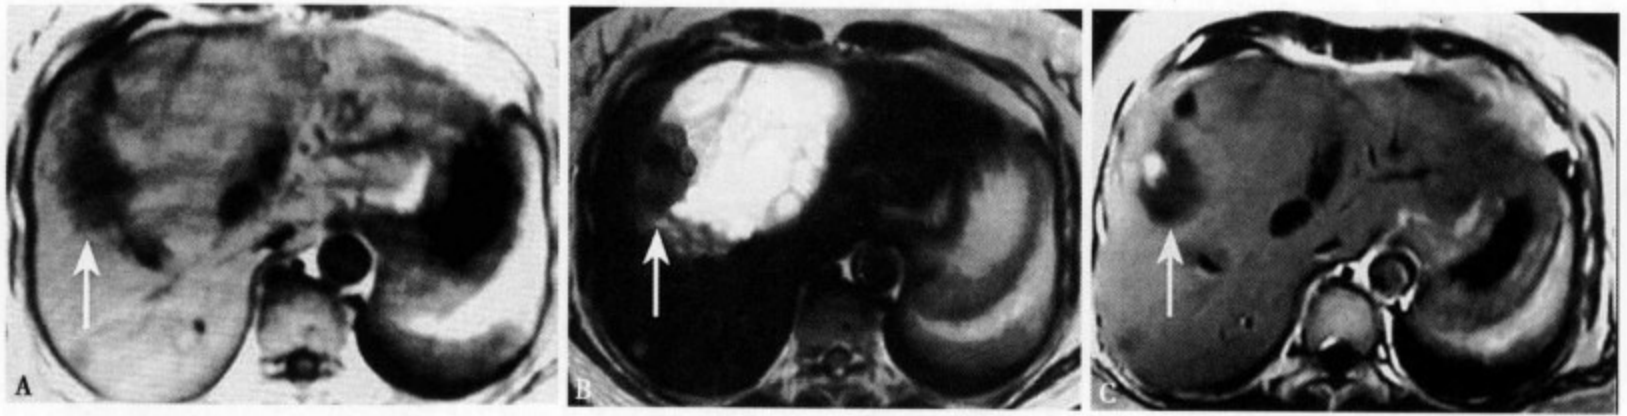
T₁WI (A) 肿瘤大部分与肝实质呈等信号, 部分呈明显的低信号; T₂WI (B) 肿瘤内部大部分呈高信号, 边缘局限呈低信号 (↑); 增强 MRI 动脉期 (C) 可见囊壁结节明显强化
